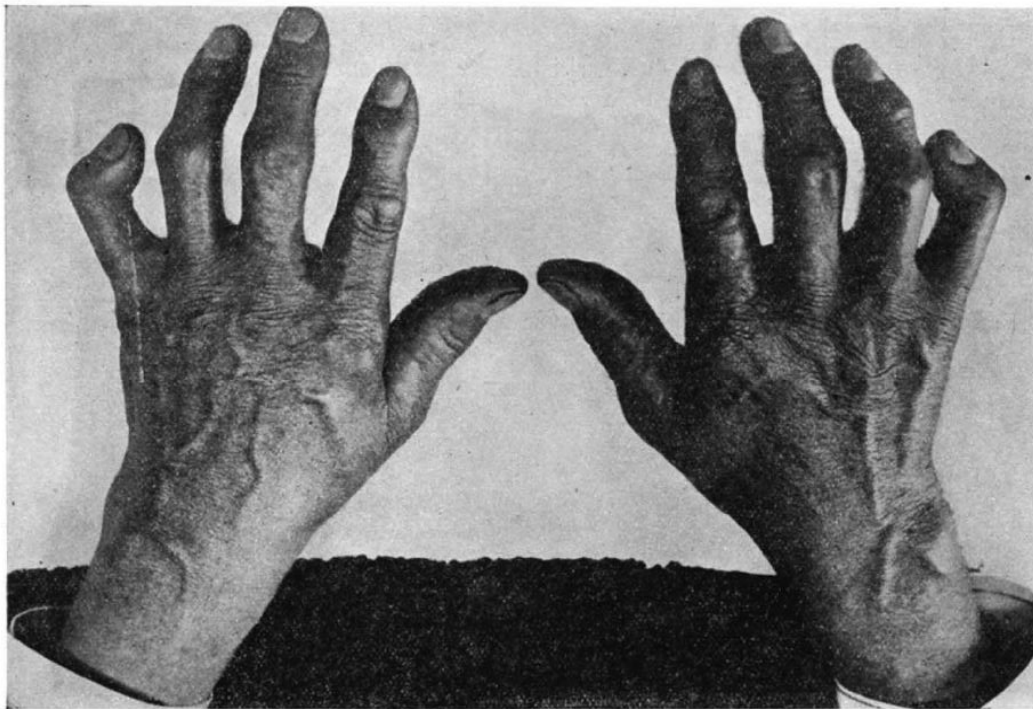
The hands of the uncle as modified by hard manual labor. The indices possess a proximal interphalangeal joint but its development is imperfect in the other three fingers of each hand. (Cf. X-ray figure 9.)
